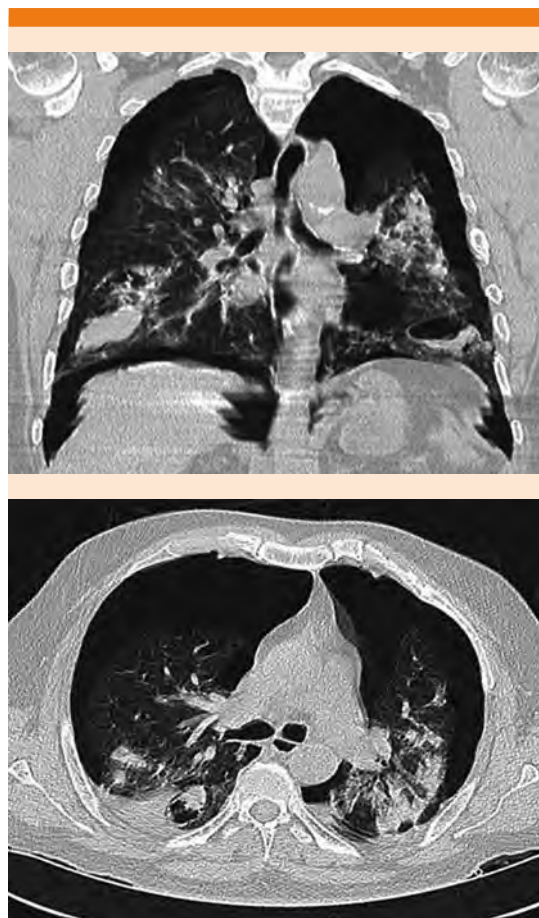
Tomografía de tórax con neumotórax bilateral.
